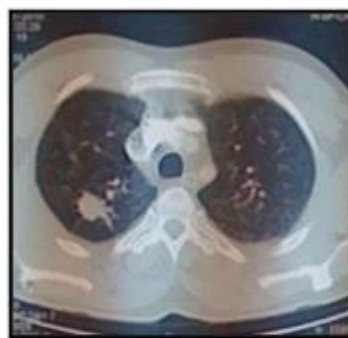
TDM thoracique en fenêtre parenchymateuse Objectivant un nodule tissulaire spiculé du segment postérieur du lobe sup droit
